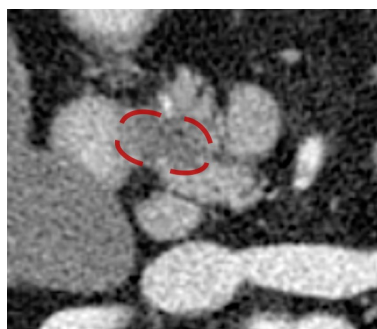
Doente do sexo masculino com 77 anos com adenocarcinoma ductal pancreático (pT3N1R1) e baixo tempo de sobrevida após a cirurgia (7 meses). Imagem de TC mostra neoplasia pancreática com baixo valor de densidade tumoral.
